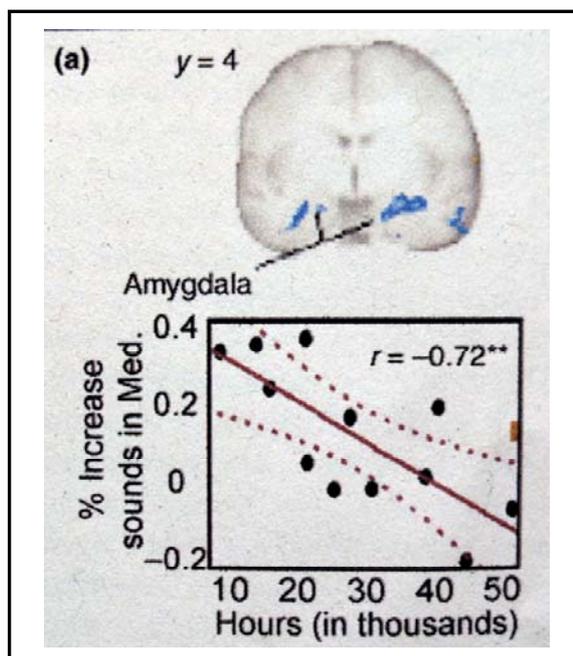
Activité de l'amygdale (IRM-f)
